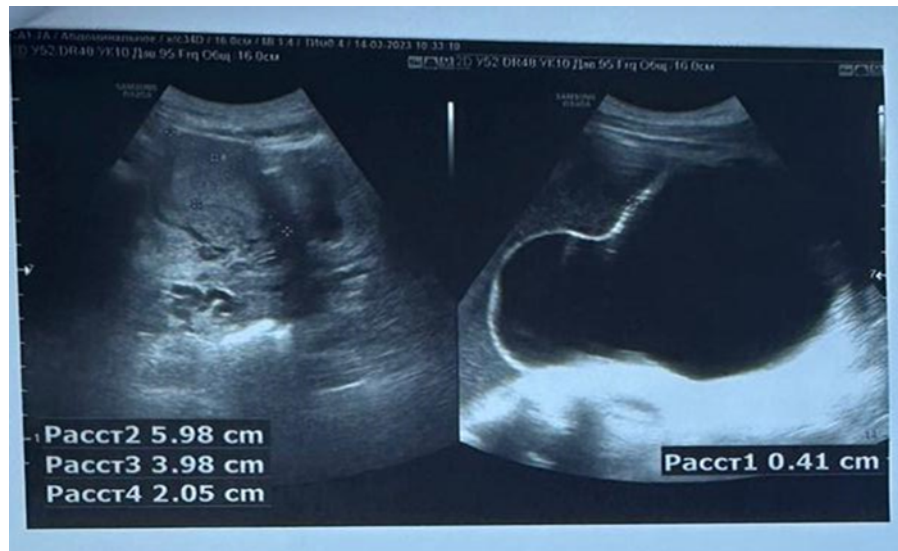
УЗИ органов малого таза от 14.02.2023
